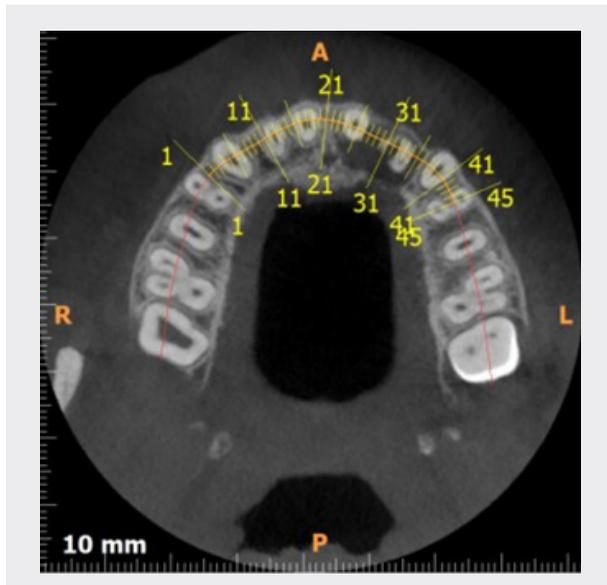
TOMOGRAFÍA AXIAL COMPUTARIZADA, CORTE AXIAL, SE OBSERVA EL TAMAÑO DE LA LESIÓN POR PALATINO
